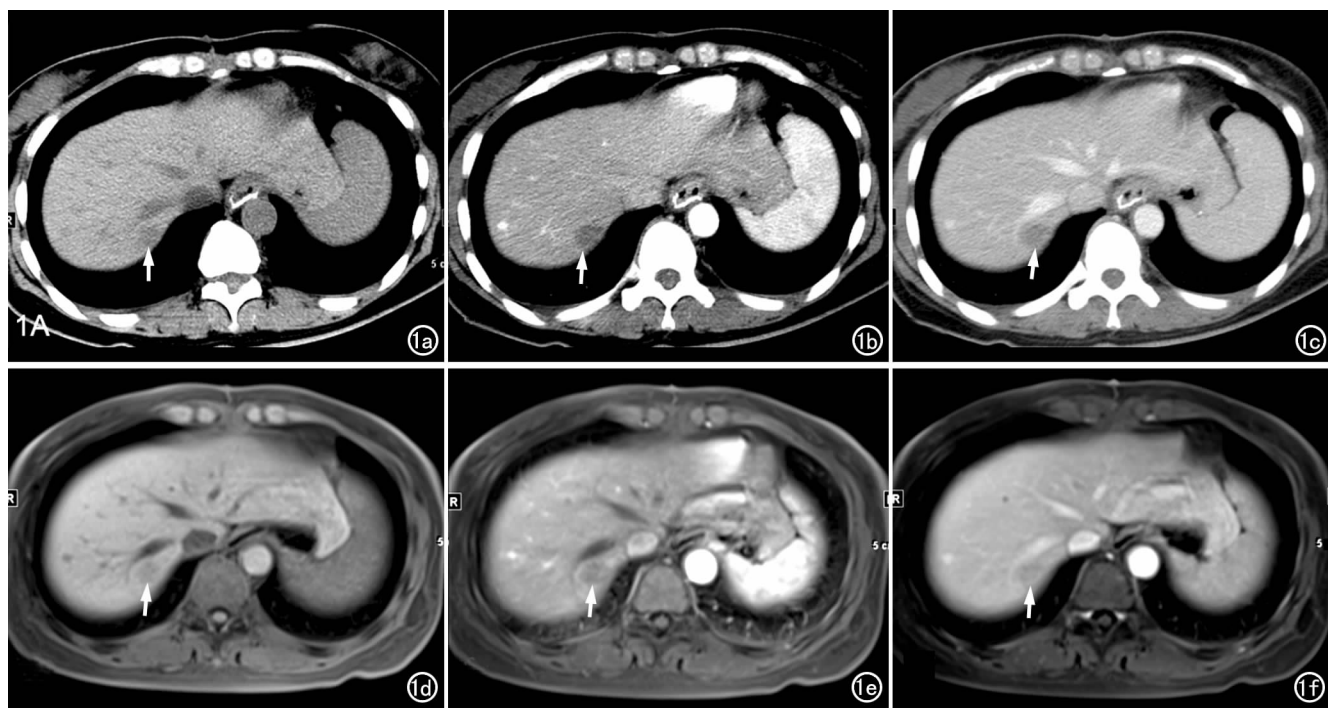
肝右叶局灶性 HP。a) CT 平扫显示肝右后叶类圆形低密度灶(箭),边界模糊,CT 值约 34HU; b) 增强动脉期显示病灶呈轻度均匀强化(箭),CT 值约 57HU; c) 门静脉期显示病灶呈渐进性强化(箭),密度仍低于肝实质,CT 值约 69 HU,病灶大小约 1.6 cm×1.0 cm; d) MR 平扫 T₁WI 示病灶呈低信号(箭); e) 增强后动脉期病灶轻度均匀强化(箭); f) 延迟期病灶持续均匀强化(箭),信号略低于肝实质。
